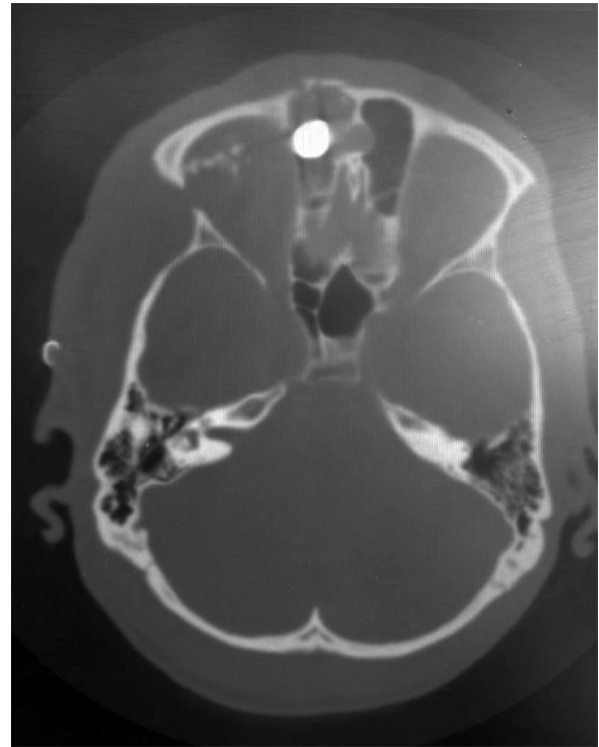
КТ пацієнта з мінно-вибуховою осколковою травмою гратчастого лабіринту.
